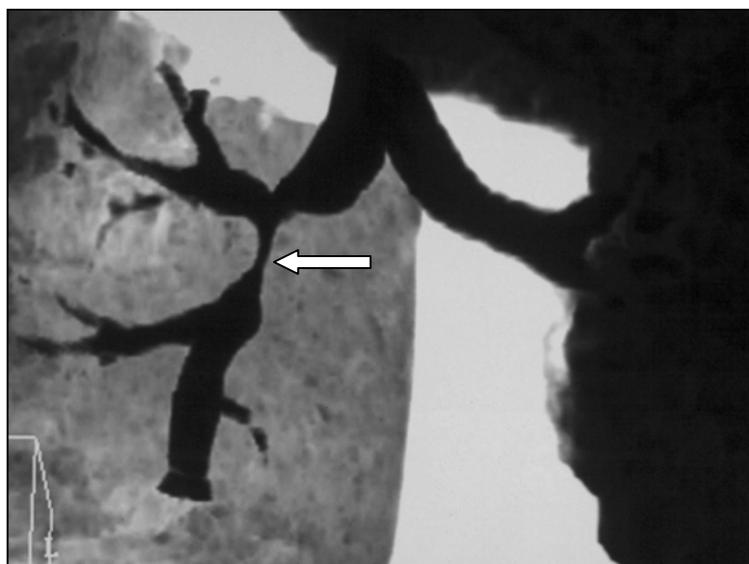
TC con reconstrucción. Se observa estenosis bronquial derecha del pulmón trasplantado
